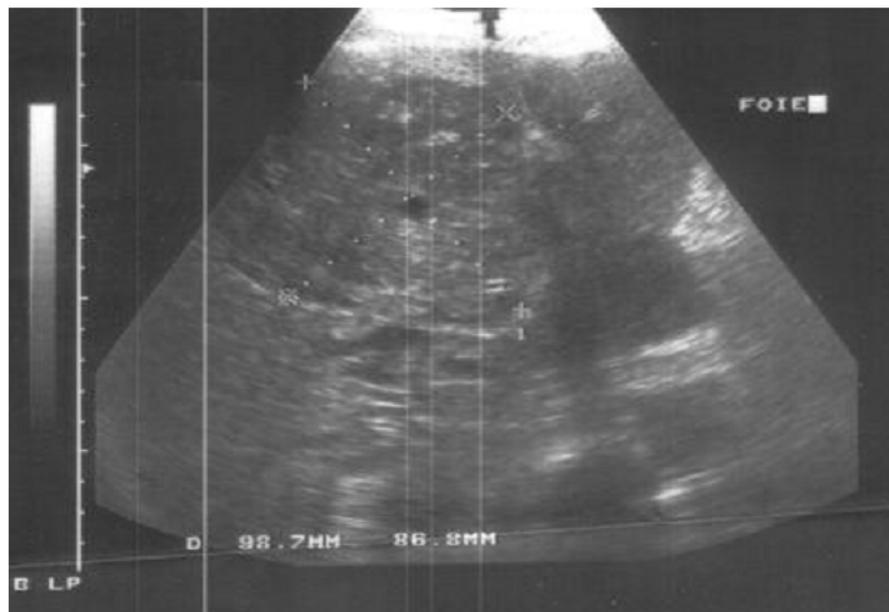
image échographique montrant des adénopathies épigastriques.
